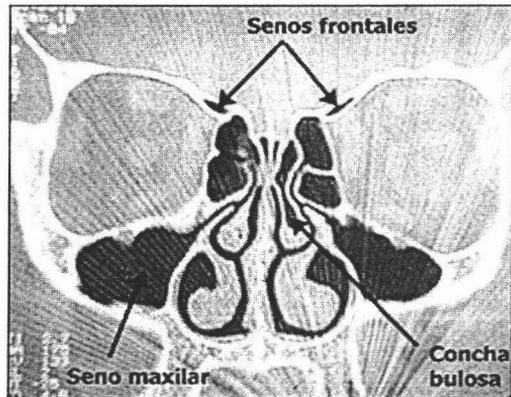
Tomografía computarizada 40
